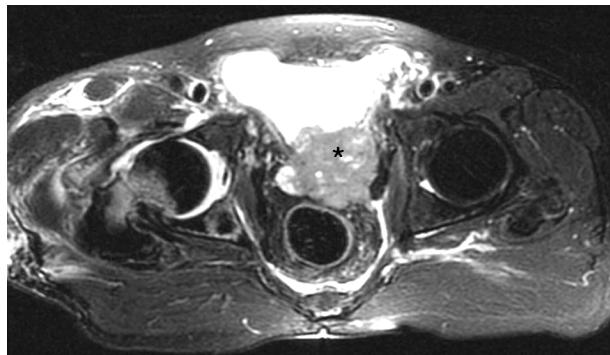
Pelvis T1 weighted magnetic resonance imaging checked after femur fracture shows tumorous lesion of prostate (asterisk).
